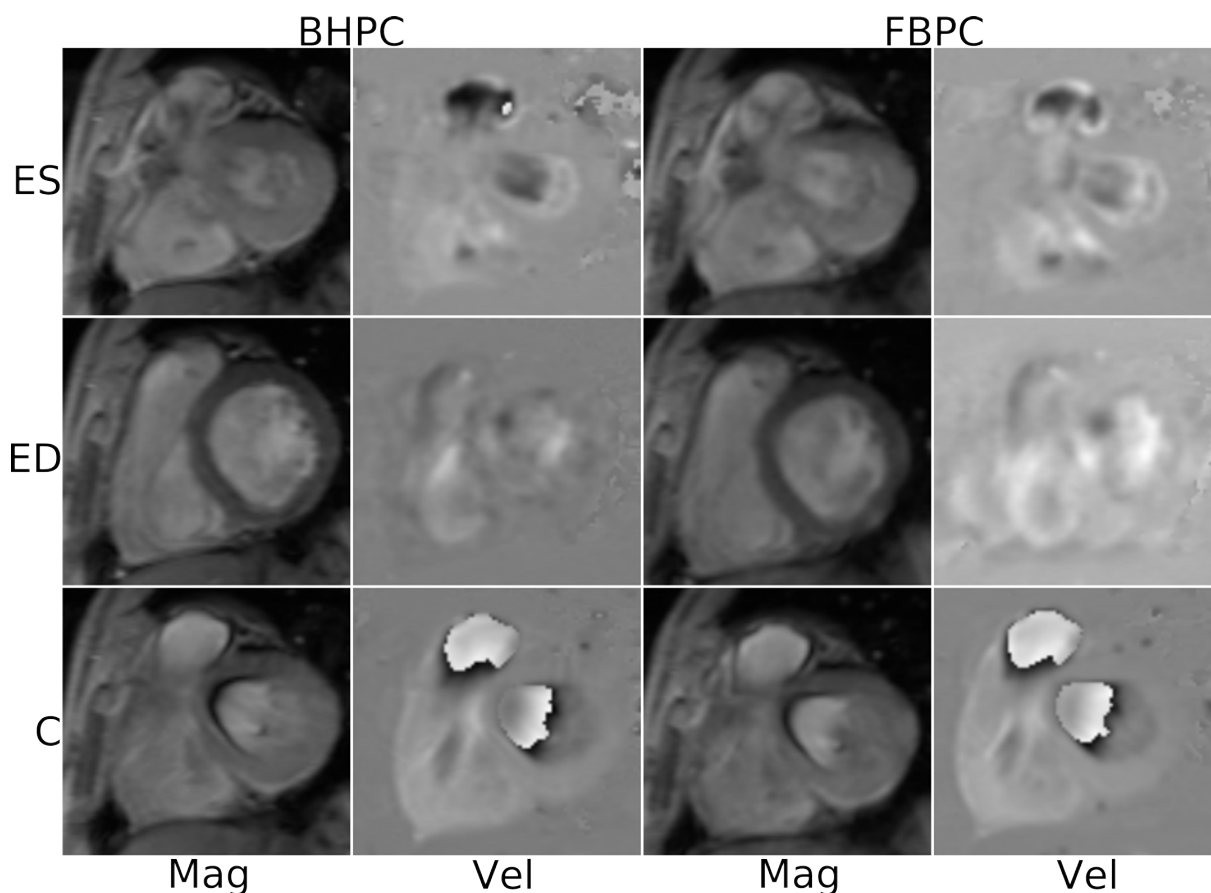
Images d’acquisitions IRM en contraste de phase en magnitude (Mag) et en vitesse (Vel) durant les instants de fin de systole (ES), fin de diastole (ED) et au milieu de la contraction systolique (C) en apnée (BHPC) et en respiration libre (FBPC) dans une coupe petit axe basale du cœur. Noter le repliement de vitesse qui survient dans les régions où le sang se déplace rapidement, à cause de l’encodage en vitesse réglé pour des vitesses tissulaires, plus faibles.
